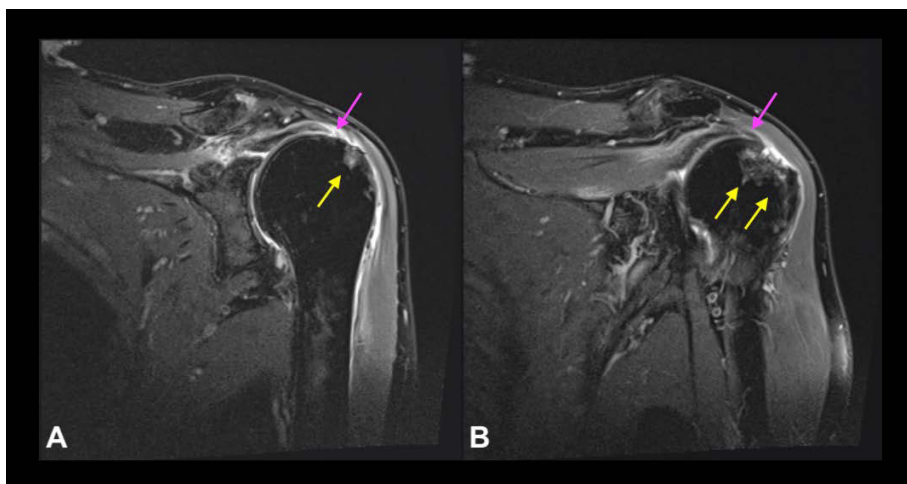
MRT (T1-gewichtet) einer linken Schulter, koronare Schnittführung auf Höhe des Glenoidzentrums (A) und auf Höhe des dorsalen Glenoidrands (B). Es zeigt sich eine chronische Ruptur der Supraspinatussehne (violette Pfeile), welche bereits bis zur Hälfte des Humeruskopfs retrahiert ist. Im Ansatzbereich der Supraspinatussehne am Humeruskopf findet sich eine zystische Formation mit degenerierter Knochensubstanz (gelbe Pfeile). Weiters findet sich eine Dezentrierung des Humeruskopfs im Glenohumeralgelenk mit proximaler Migration und Einengung im Subakromialraum
